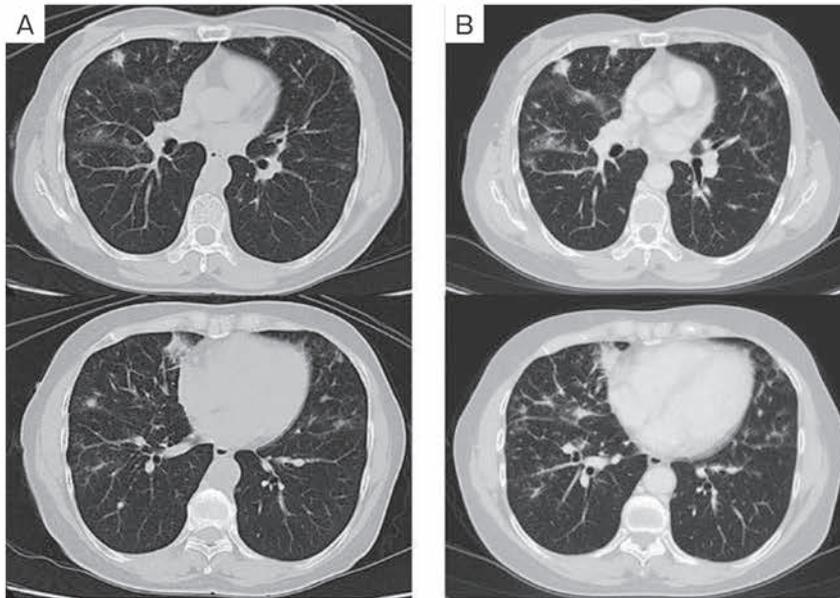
Chest CT findings. (A) At the first visit to our hospital four years earlier, chest CT showed multiple infiltrative opacities and thickening of the interlobular septum. (B) Multiple infiltrative opacities and thickening of the interlobular septum had progressed before the time of consultation at Uonuma Kikan Hospital. No hilar or mediastinal lymphadenopathy was observed.
